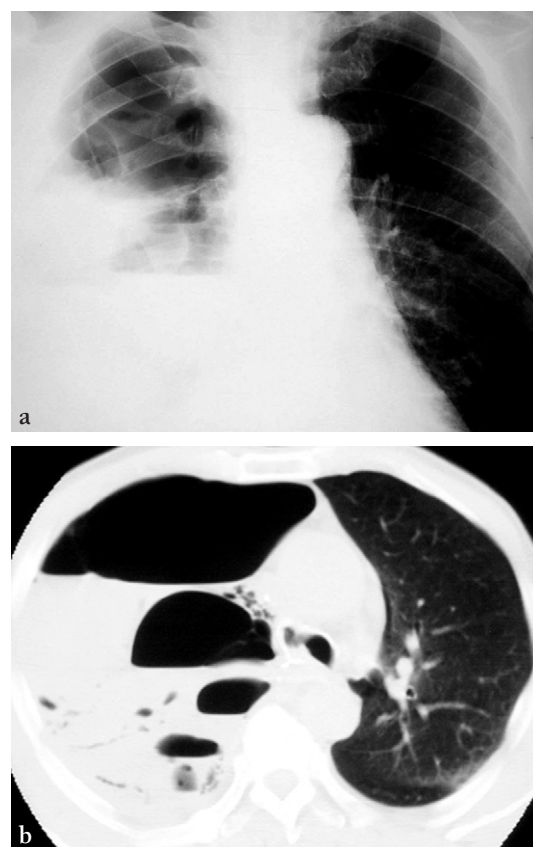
Radiographie (a) et scanner (b) d'un empyème secondaire à une fistule bronchopleurale.
